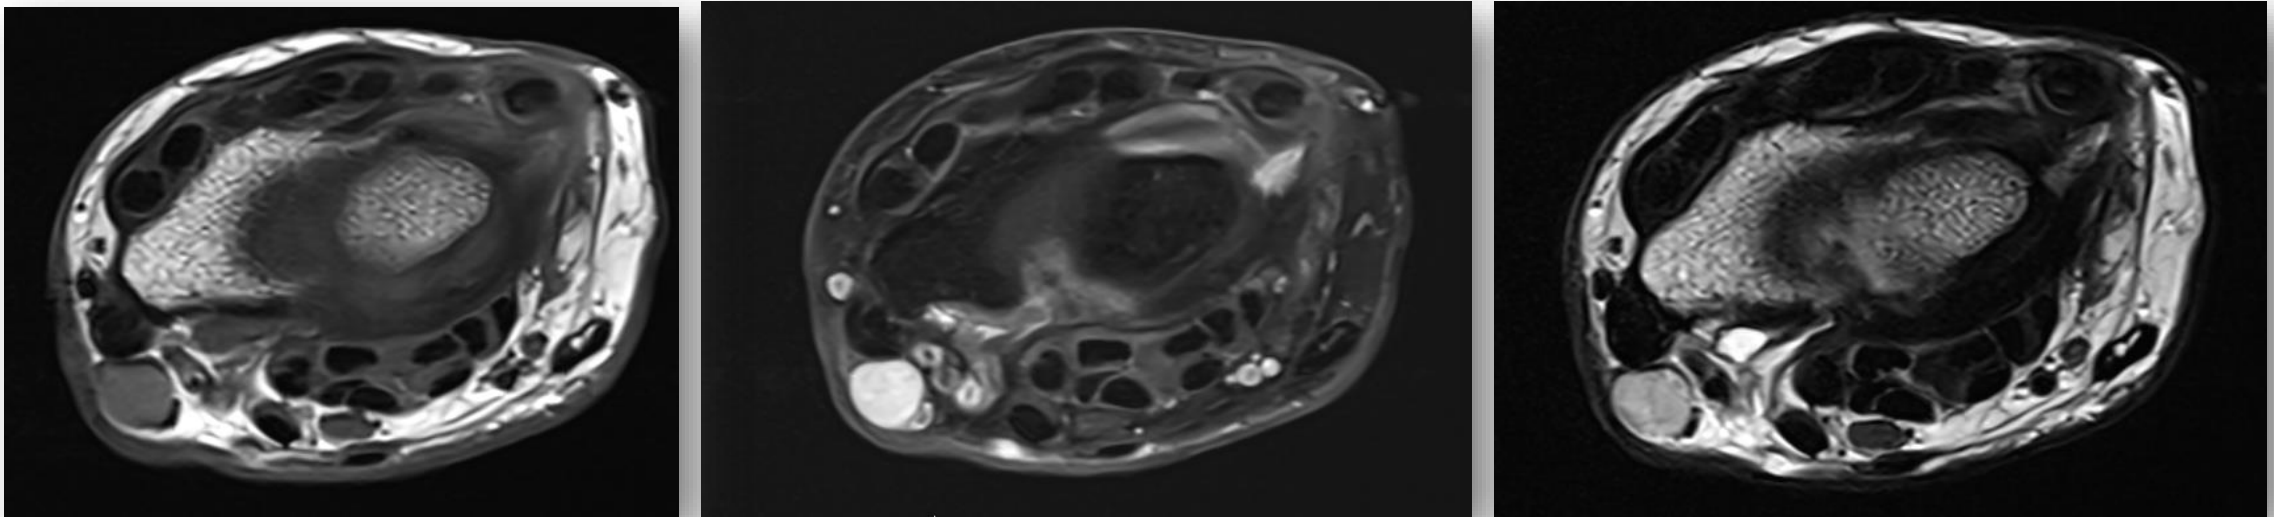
Secuencias de RM T1, T1-FS con CIV y T2, en las que apreciamos una lesión de partes blandas subcutánea en la cara radial de la muñeca. Esta es hiperintensa en T2 y discretamente hiperintensa respecto al músculo en la potenciada en T1, con intenso realce homogéneo tras la administración del contraste intravenoso. El diagnóstico fue de Schwannoma.
